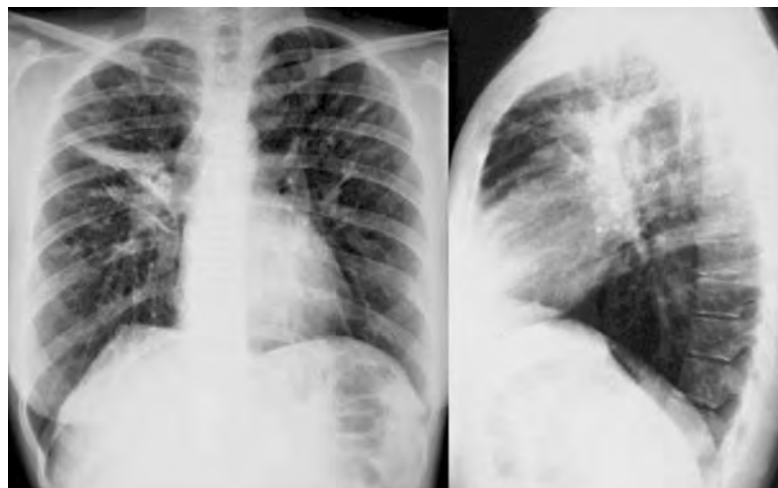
Рентгенография органов грудной клетки при муковисцидозе.
